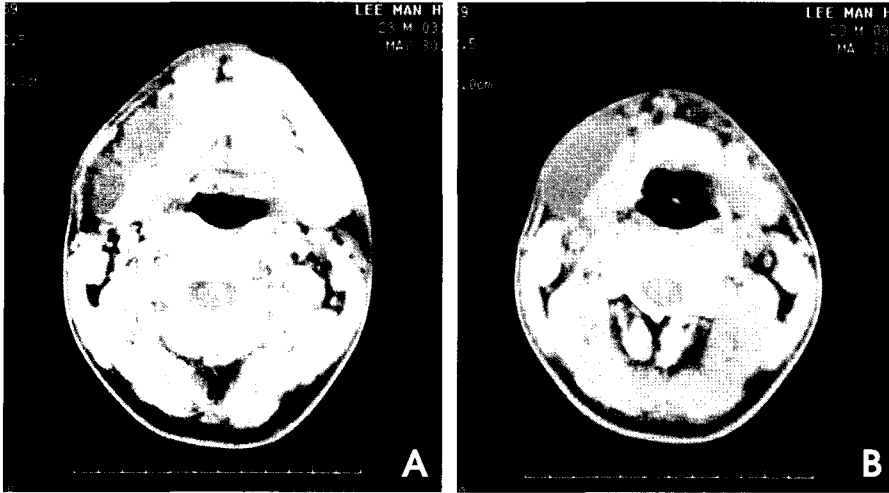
A, B. Non-enhanced axial CT images show well-defined, low-density mass at the lateral portion of the right submandibular gland.
